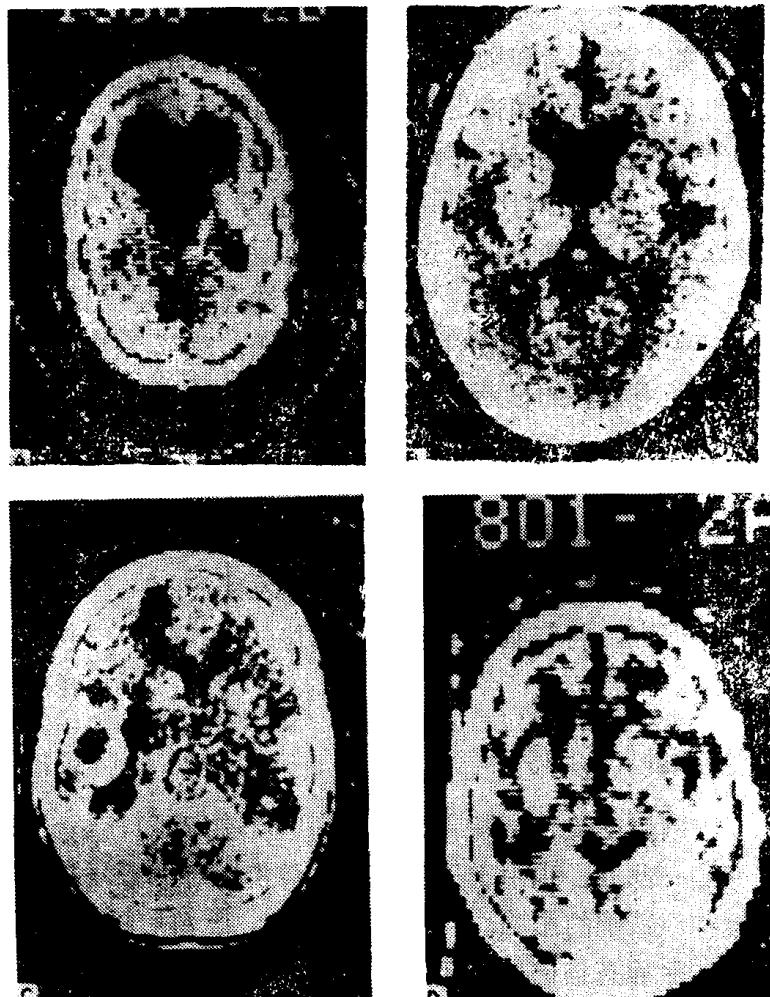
大脑疾病的CT扫描，均为经过头部的近水平断面，四个断面中只取一个（注意：钙、脂肪、血、肿瘤及正常与水肿的脑组织的吸收值都不同，故可确定病灶的性质。）
